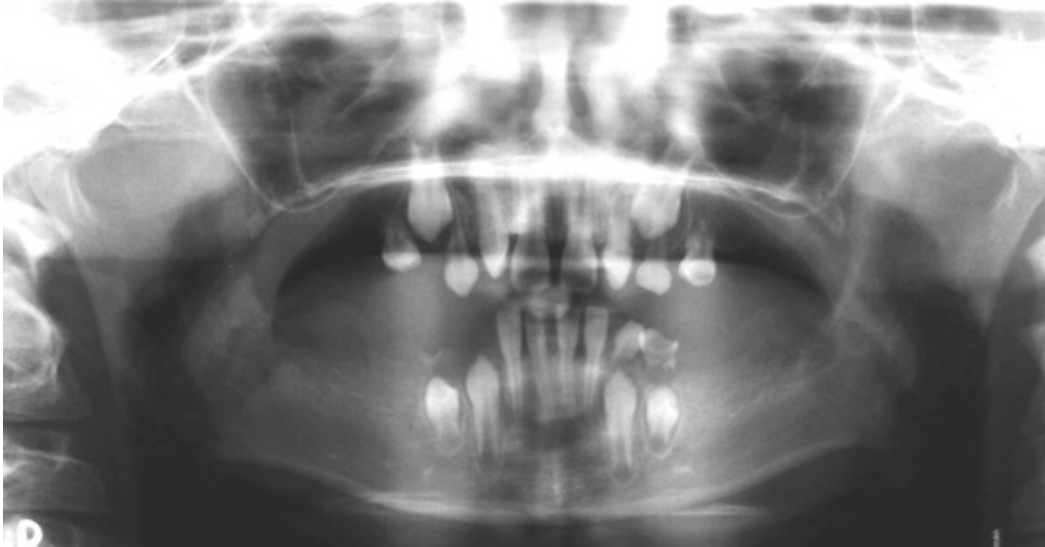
Ортопантомограмма пациента 8 лет. Первичная частичная адентия (отсутствие зачатков моляров и премоляров верхней и нижней челюсти)
